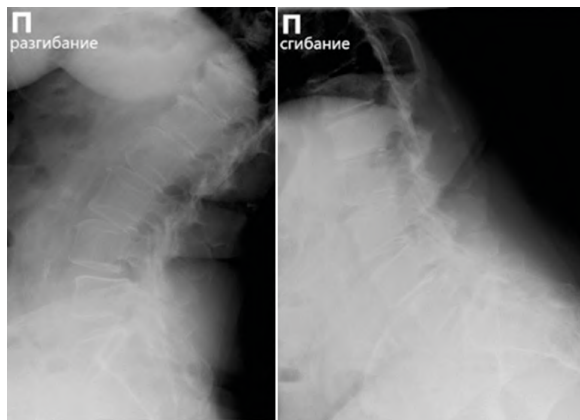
Рентгенограмма поясничного отдела позвоночника. Правая боковая проекция с функциональными пробами (сгибание и разгибание)
